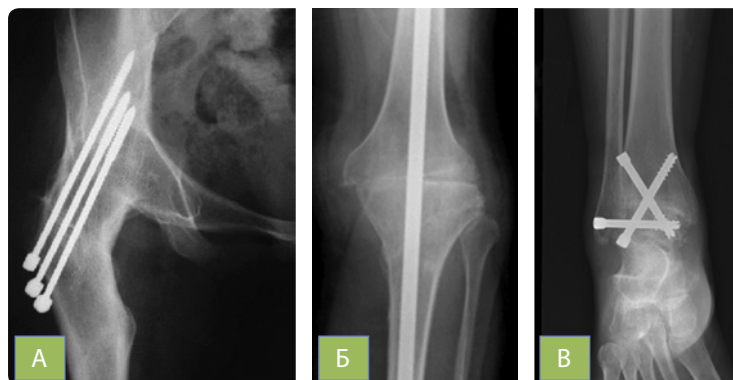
Рентгенкартина артродеза кульшового суглоба за допомогою гвинтів (А), колінного суглоба за допомогою інтрамедулярного стержня (Б), над'яtkово-гомількового суглоба за допомогою гвинтів (В)
